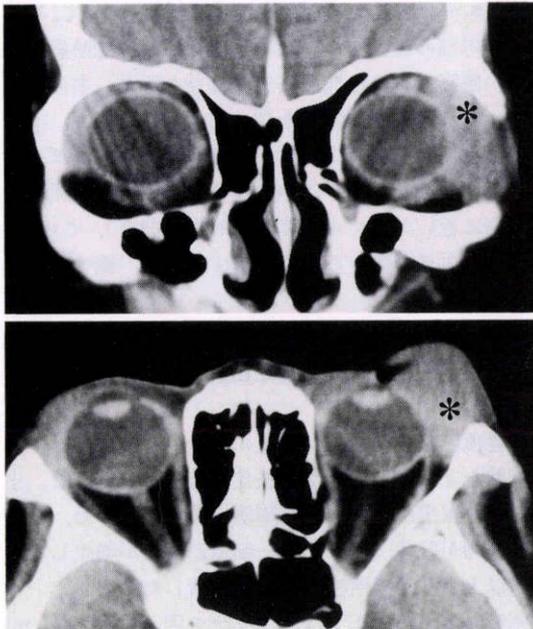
CT スキャン. 左涙腺部から球後にかけて、外直筋を巻き込む腫瘤陰影(\*)を認める。右涙腺部にも、内部の均一な陰影を認める。
